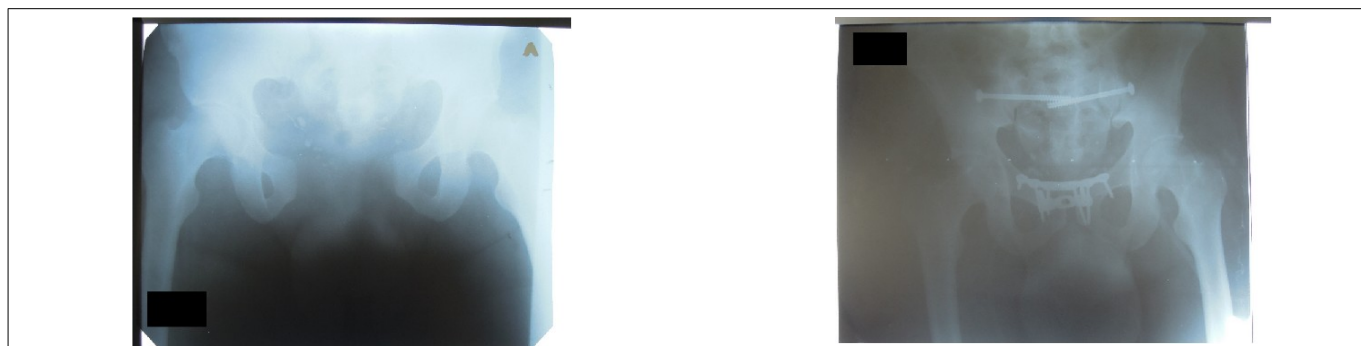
Больной С. Слева - рентгеновский снимок до операции, справа — после остеосинтеза тазового кольца.
